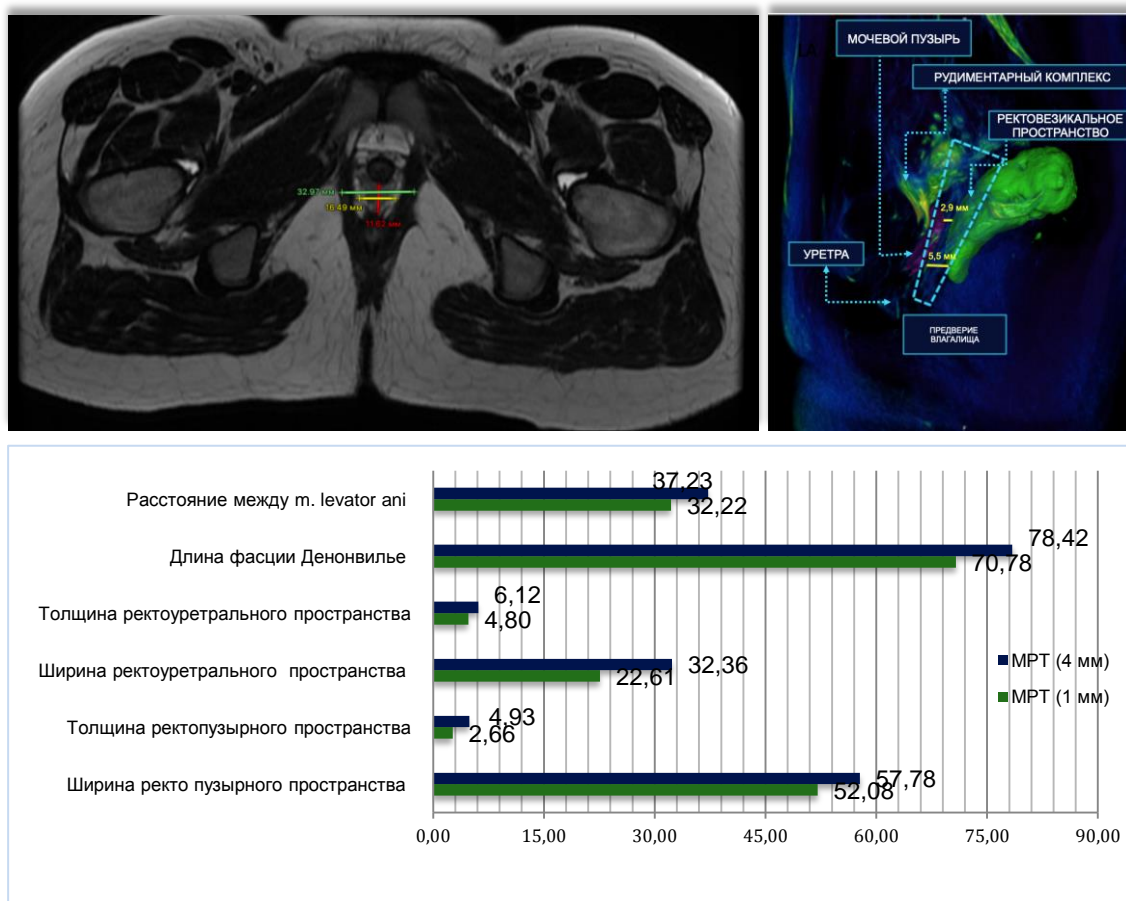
Измерение морфометрических параметров на МР томограмме (толщина среза 1 мм) органов малого таза у пациентки с аплазией матки и влагалища (А). Трехмерное компьютерное моделирование (Б). Сравнение морфометрических параметров в зависимости от толщины среза МР-томограмм (1 мм и 4 мм) (В)
